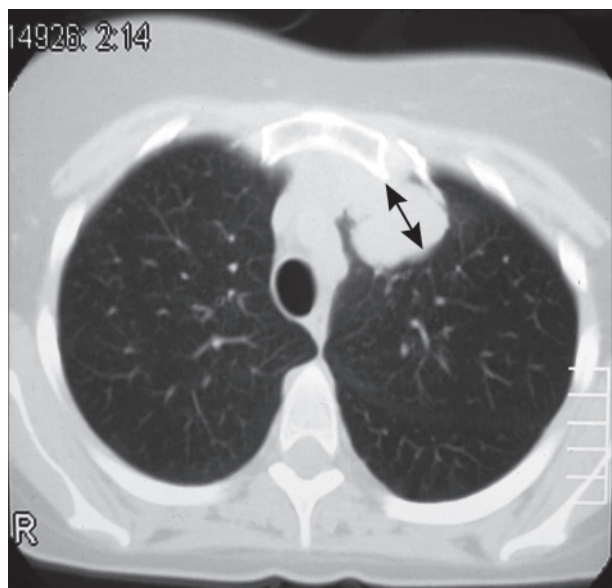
Компьютерная томограмма больной В. Опухоль в третьем сегменте левого легкого. Первоначальный диагноз: опухоль передне-верхнего средостения слева.
